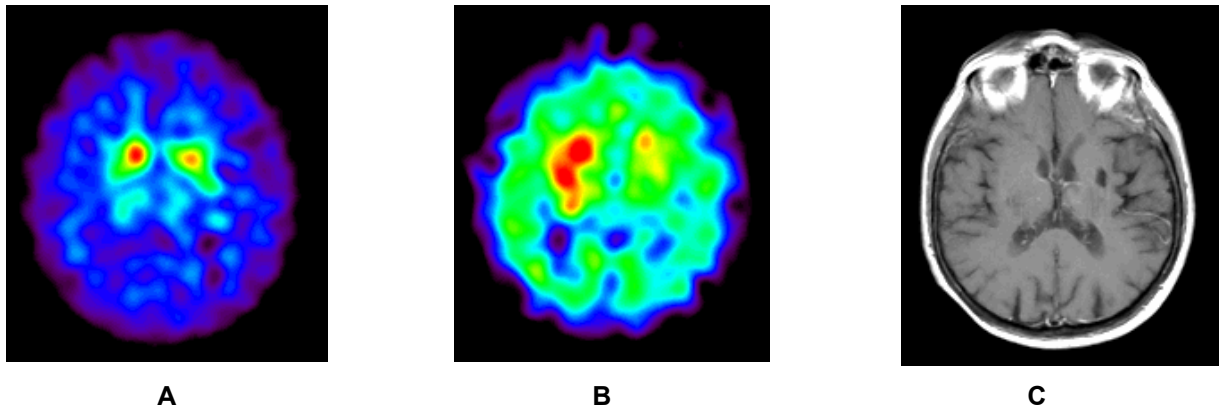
Eine 83-jährige Patientin (Pat. 1), Hypokinesie und Tremor seit etwa 15 Jahren. In der MRT (C) Nachweis eines lakunären Infarkts in der Capsula interna sowie Putamen links. Positiver L-DOPA Test, jedoch kaum Ansprechen auf die Langzeittherapie mit L-DOPA. Die I-123-FP-CIT SPECT (A) zeigt einen bilateralen DAT-Mangel, putaminal betont. Die I-123-IBZM SPECT (B) demonstriert intakte D2-Rezeptoren im rechten Striatum und eine ausgeprägte D2-Rezeptorenschädigung im linken Striatum. Diagnose: Kombination aus IPS und VPS.
